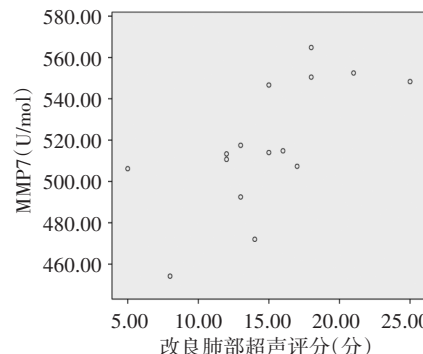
改良肺部超声评分与血清MMP7水平的相关性分析散点图
